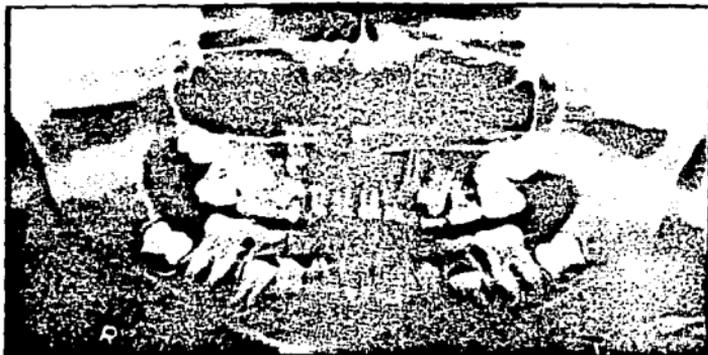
IV.2. Radiografía panorámica o también denominada ortopantomografía.
